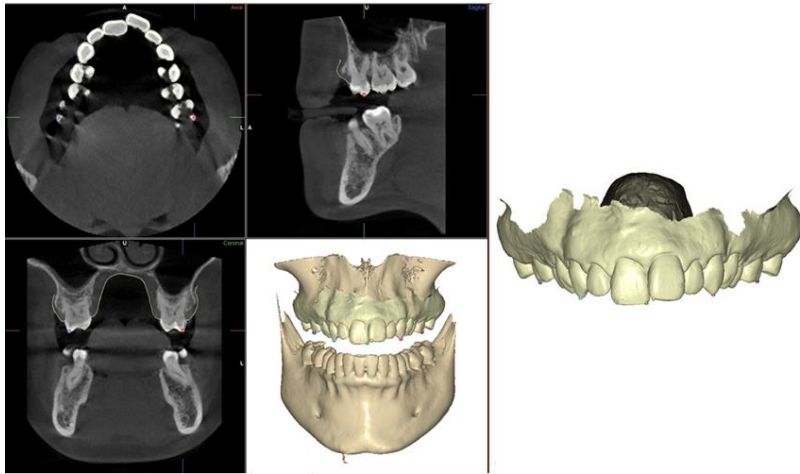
Representación del paso inicial para la superposición de modelos digitales y CBCT en el maxilar superior mediante el marcado por puntos en ambos archivos. Véase como se utilizan las diferentes vistas de CBCT para aumentar la precisión en el marcado de la estructura de referencia. Fuente: archivo personal.
